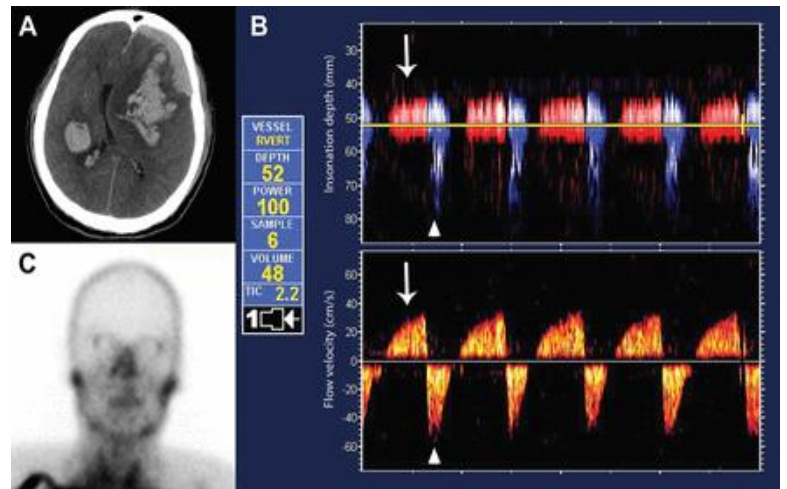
CT, transcranial Doppler (TCD), and SPECT findings. (A) TC sin contraste (B) DTC multiprofundidad (superior) y espectro de profundidad única (inferior) mostrando flujo reverberante en la arteria vertebral derecha caracterizado por breve flujo anterógrado en sístole (flecha larga) seguido de brusca caída retrógrada en la diástole (flecha corta) (C) Escintigrafía cerebral revela ausencia de flujo intracraneal. <http://neurosonologia.blogspot.mx/2012/08/patron-de-flujo-reverberante-en-muerte.html>
